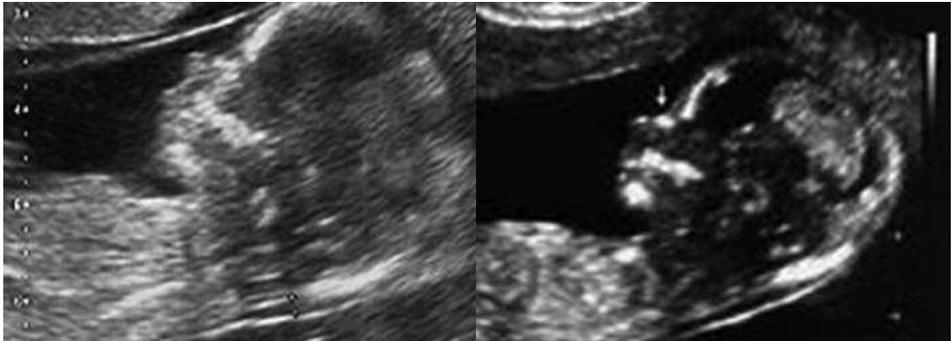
Ultrasonido genético para seleccionar fetos con riesgo elevado de patologías
